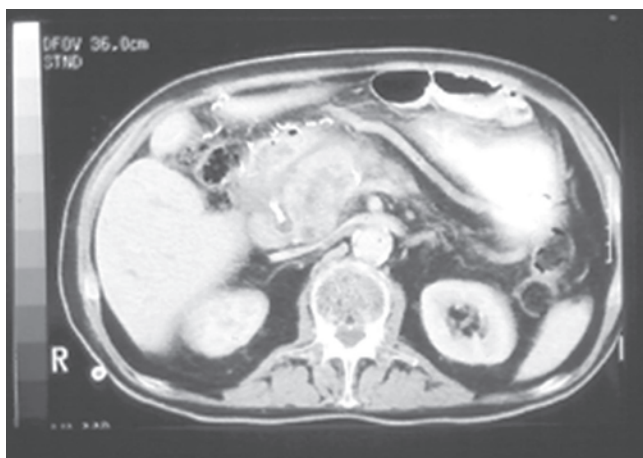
Tumoración en la cabeza del páncreas después del procedimiento de Puestow. Aspecto en la CT de una tumoración inflamatoria que ocupa la cabeza del páncreas y que se desarrolló dos años después de la descompresión de Puestow del cuerpo y la cola del páncreas.
